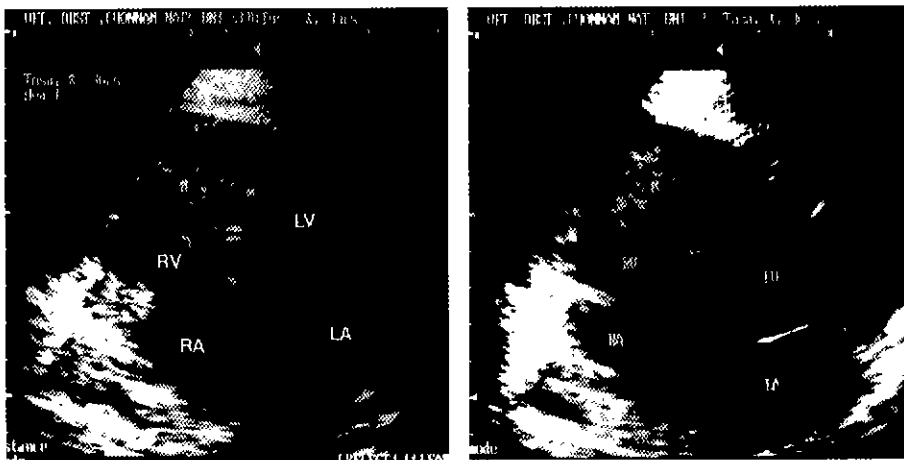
B-mode echocardiography at apical 4-chamber view of left parasternal window in a Tosa. The tumor mass was seen as echogenic area in the right ventricle. LA = Left atrium, LV = Left ventricle, M = Tumor mass, RA = Right atrium, RV = Right ventricle.
